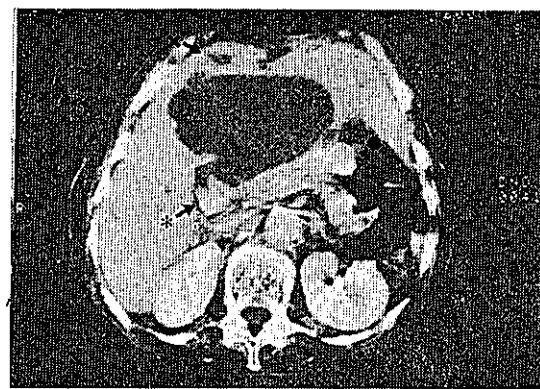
Abdominal CT scan (CE+) ; Empyema of gallbladder, intramural abscess (●), gallstone (*) , liver abscess (×)
